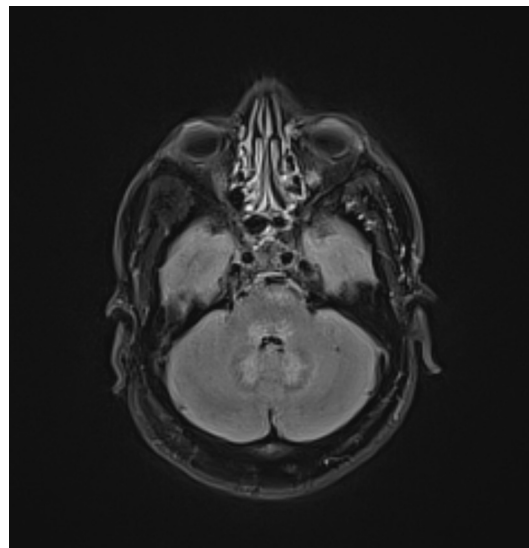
IRM cérébrale à l'admission. Séquence T2 Flair. Coupe axiale, sous tensorielle, passant par le quatrième ventricule.
